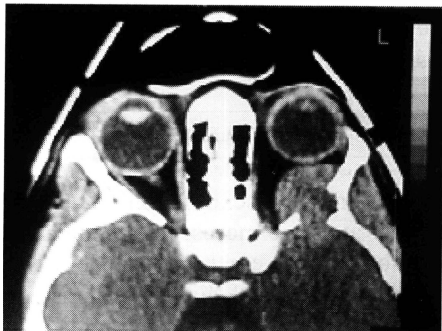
Tomografia computadorizada. Observa-se lesão arredondada ocupando região temporal da órbita, com destruição óssea.
